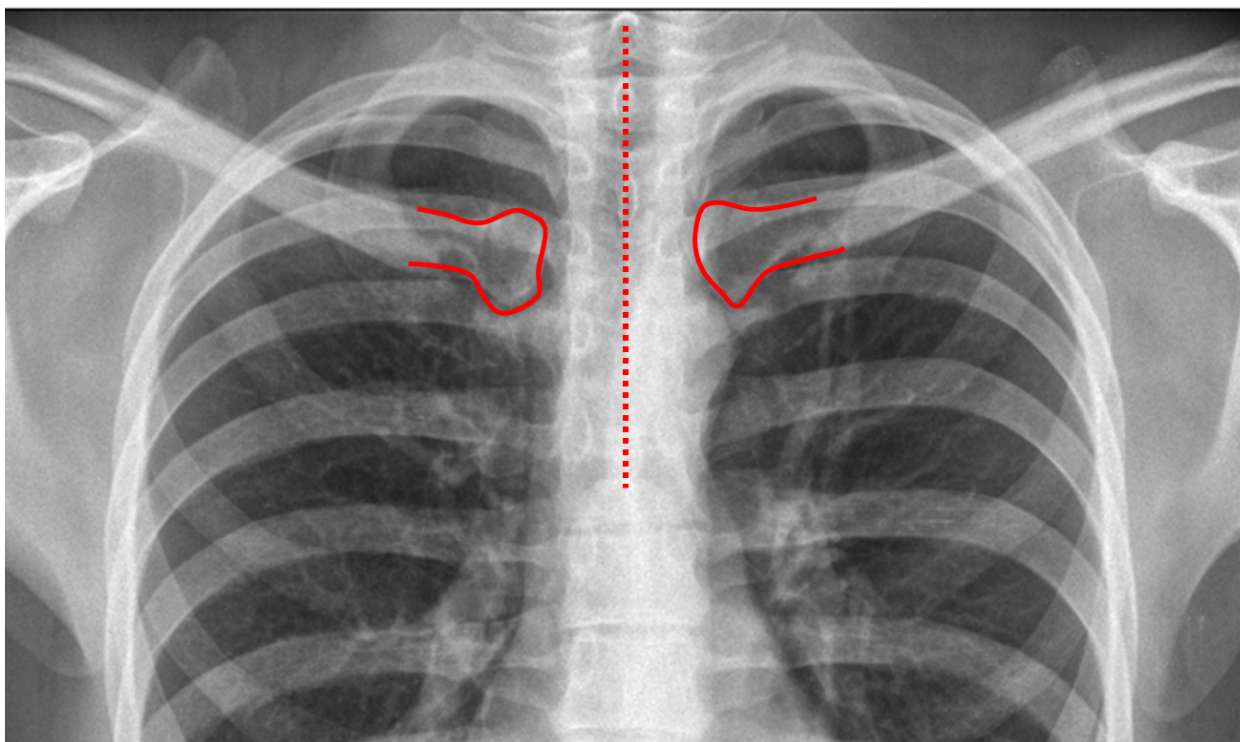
Radiografía de tórax centrada. La epífisis de ambas clavículas son equidistantes de la línea media, representada por la apófisis espinosas de las vértebras dorsales.
